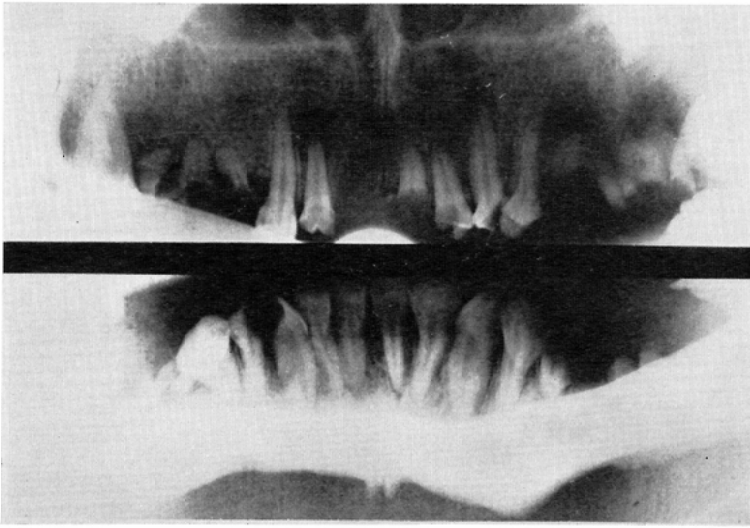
Case 2. Panoramic dental roentgenogram, demonstrating the destruction of the crown and disappearance of the lamina dura. The apical lesions at the roots of teeth are also noted.
